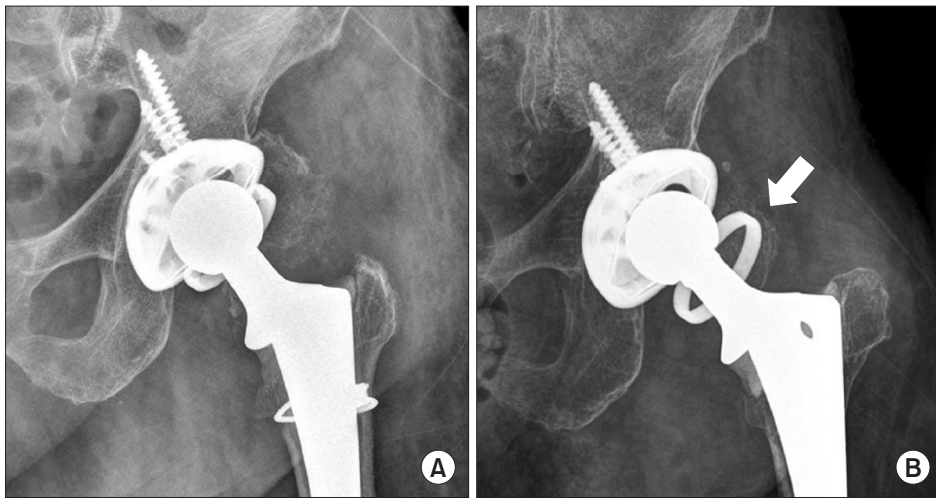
(A) Postoperative radiograph of an 83-year-old female shows usage of a constrained liner during revision surgery. (B) Radiograph obtained postoperative 4 years shows dissociation of the locking ring without re-dislocation (white arrow).
